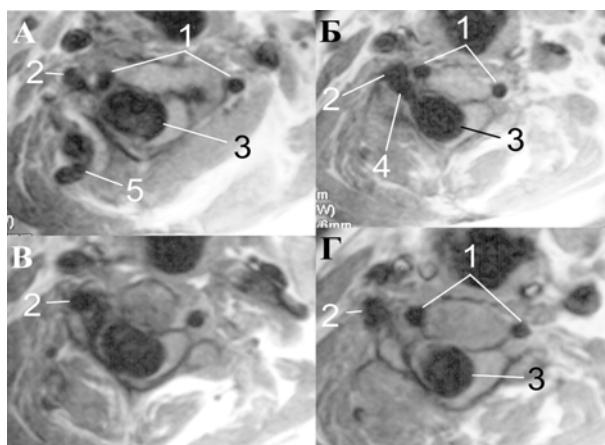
Вертеброюгуллярна сполучка на рівні C_{III} справа. А, Б, Г – аксіальні МРТ зрізи в T_1 режимі. 1 – хребтові артерії з обох боків; 2 – яремна вена справа, 3 – інтравертебральний венозний мішок, 4 – судина, що дренує хребтову артерію інтравертебрально; 5 – паравертебральні венозні колектори
